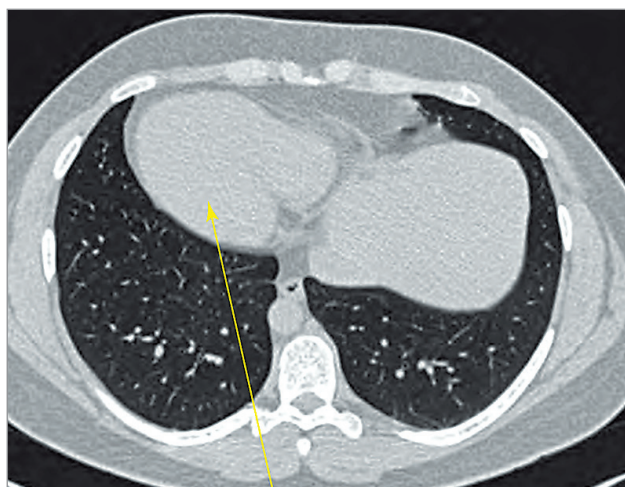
Компьютерная томография грудной клетки при синдроме Картагенера
